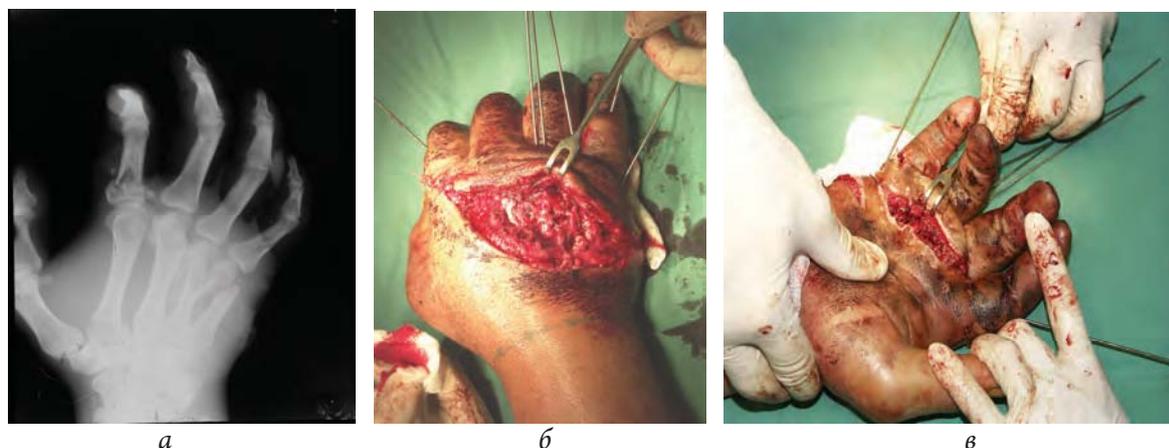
Рентгенограмма (а) и фотографии (б, в) правой кисти больного К., 43 года, во время оперативного лечения
